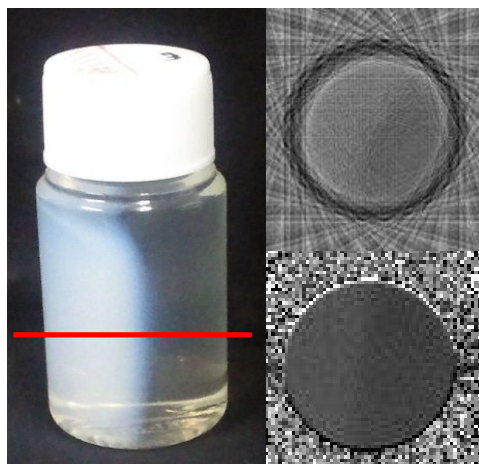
片側のみ X 線照射したゲル線量計サンプル(左)および光 CT による断面像(右上)および MRI による R₂ 画像(右下) サンプル上の赤線は断面を示す
